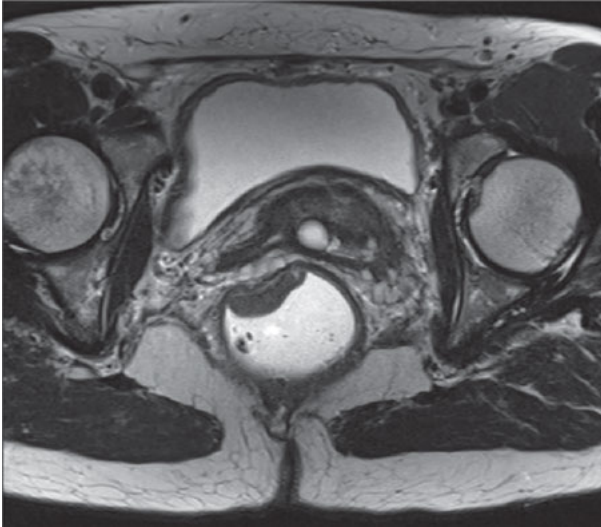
Staging-MRT (prätherapeutisch) – Rektumkarzinom 5 cm ab ano bei 9–12 Uhr SSL, überwiegend auf die Rektumwand beschränkt, anterolateral jedoch V. a. 2 mm tiefe Infiltration des mesorektalen Fetts, somit MR-morphologisch einer T3b-Kategorie entsprechend.
